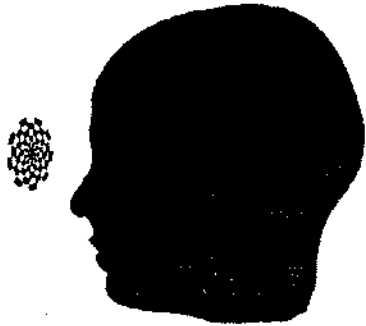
Активация зрительной сенсорной коры в затылочных долях мозга при восприятии визуальной информации. Изображение получено методом МРТ
